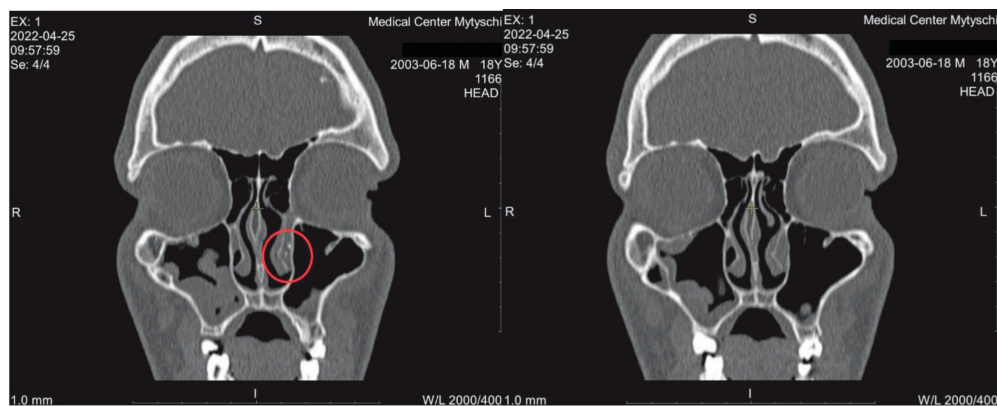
КТ придаточных пазух носа, фронтальная проекция. Красным отмечена область нижнего носового хода слева с признаками обструкции клапана Хаснера инородным телом (дакриолит?)
